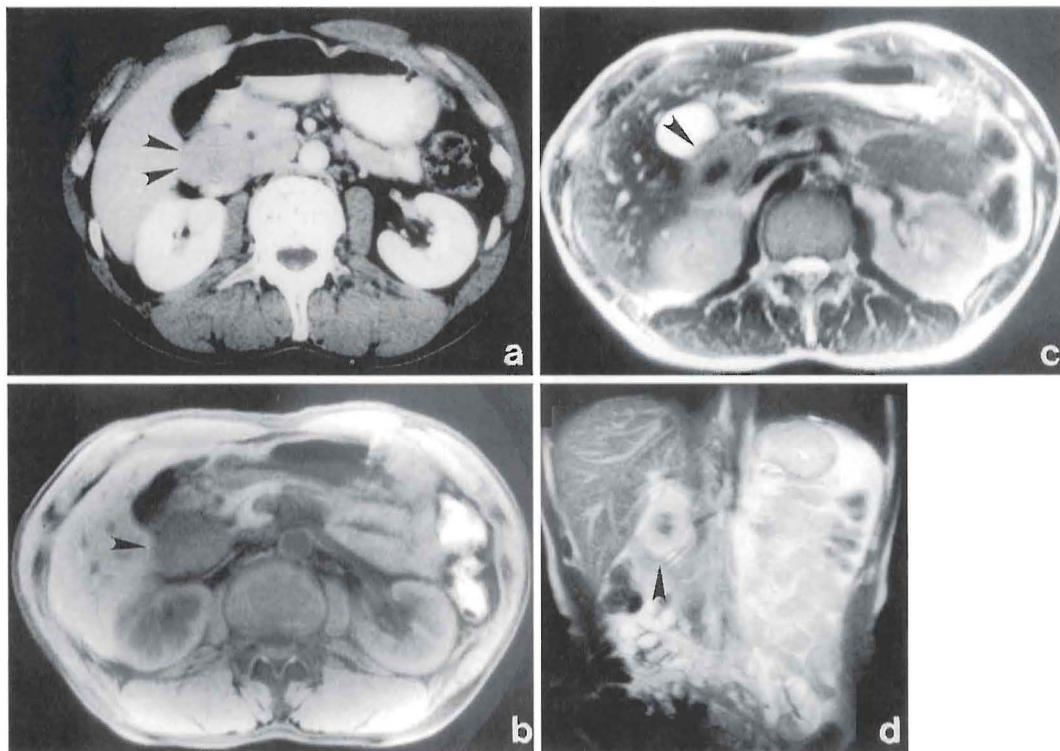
CT scan and MRI findings of case 2
